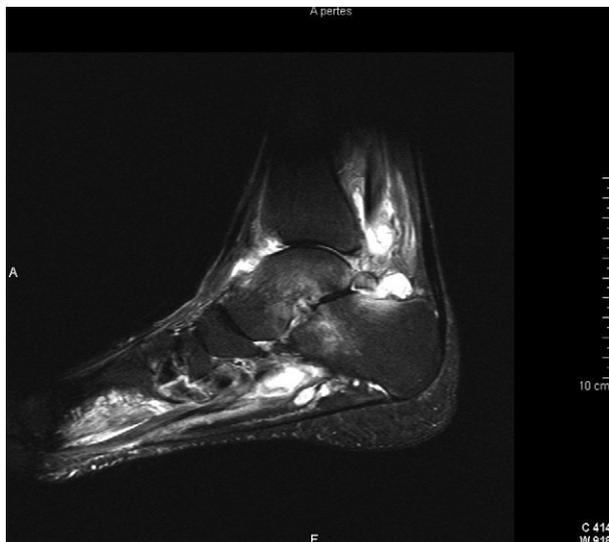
Exploration IRM de la cheville dans une JIA, remarquables épanchements articulaires et œdème inflammatoire intraosseux.
